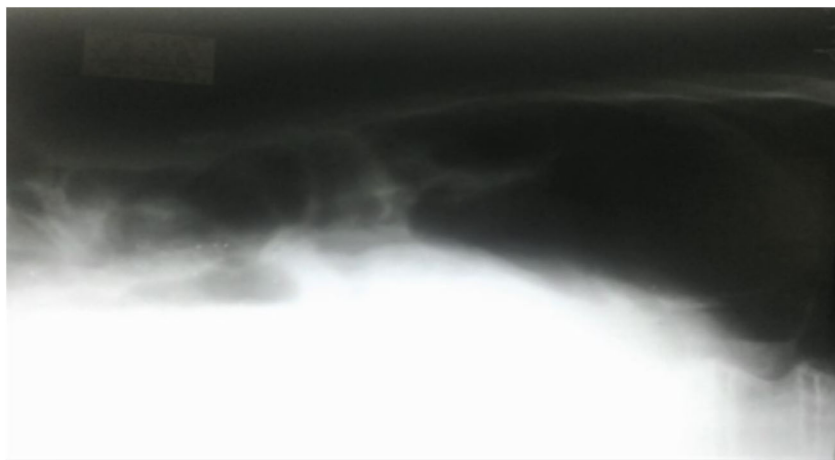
Рентгенографія органів черевної порожнини в бічній проекції
